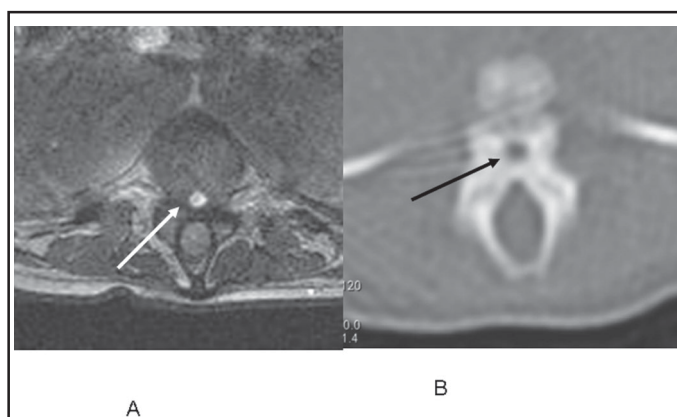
Coupe IRM transversale pondérée en T1 (A) et coupe tomodensitométrique transversale (B) de la partie caudale du canal anormal, correspondant au niveau Th 11. La taille du canal surnuméraire antérieur décroît progressivement (flèches). Les coupes IRM démontrent que le canal contient un simple cordon semblable au *filum terminale* de la moelle épinière " normale ".
